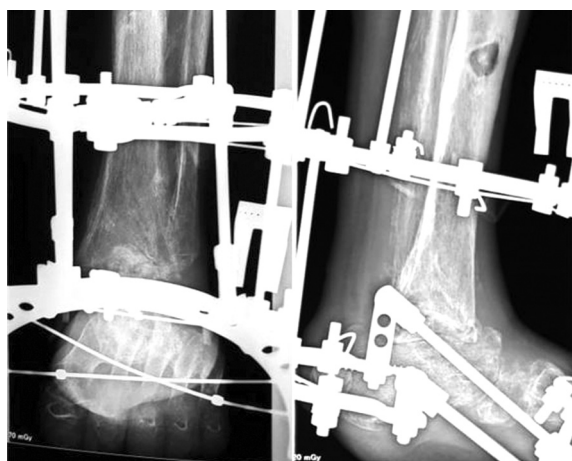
Рентгенограммы стопы через 6 месяцев
